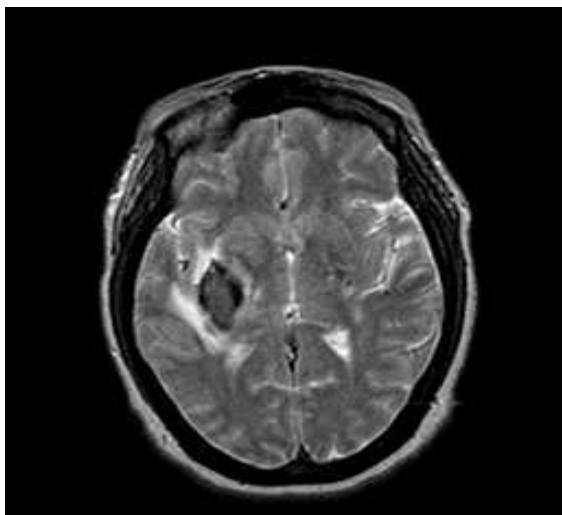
Магнито-резонансная томограмма геморрагического очага в правом полушарии головного мозга.
